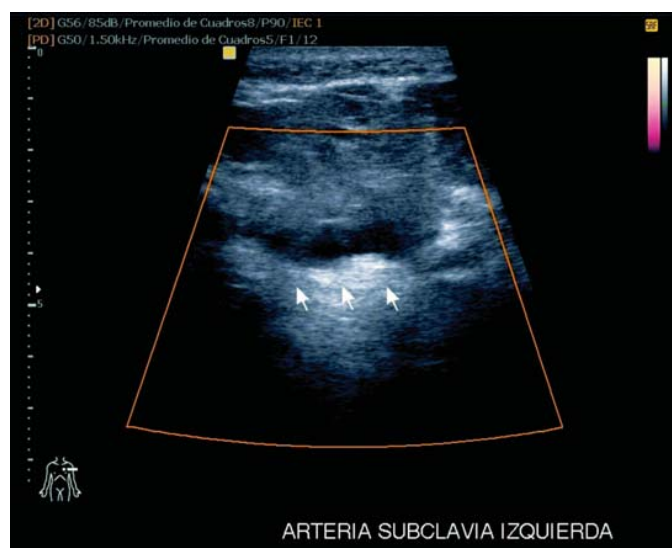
Doppler dúplex-color. Ausencia de flujo por subclavia izquierda.
